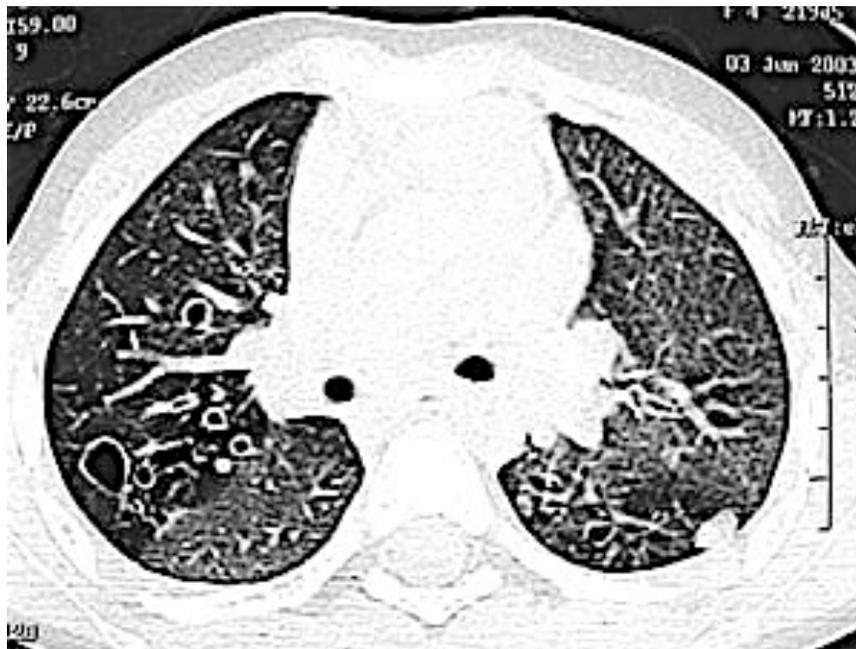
Tomografía de Alta Resolución donde se observan Bronquiectasias Cilíndricas
